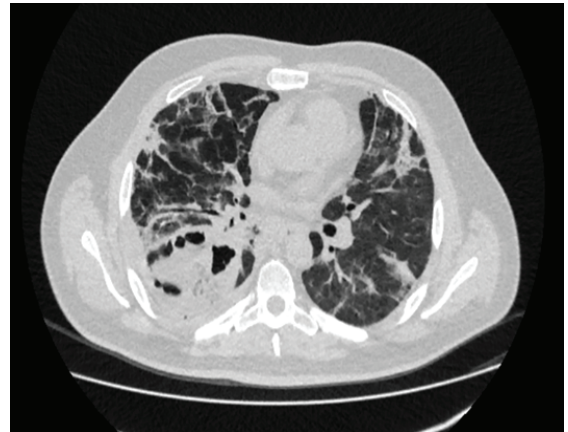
Аксиальный срез исходной КТ больного П., 1985 г.р.
